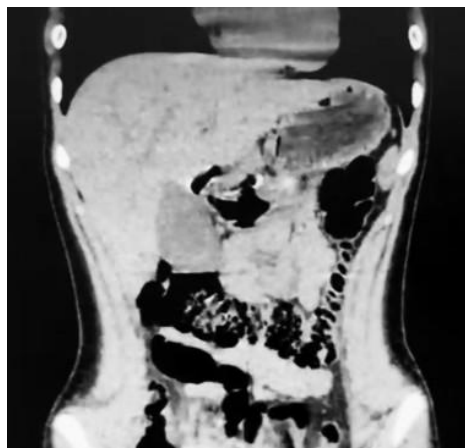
Tomografia computadorizada de abdome superior sem contraste, em corte coronal. Acervo pessoal
